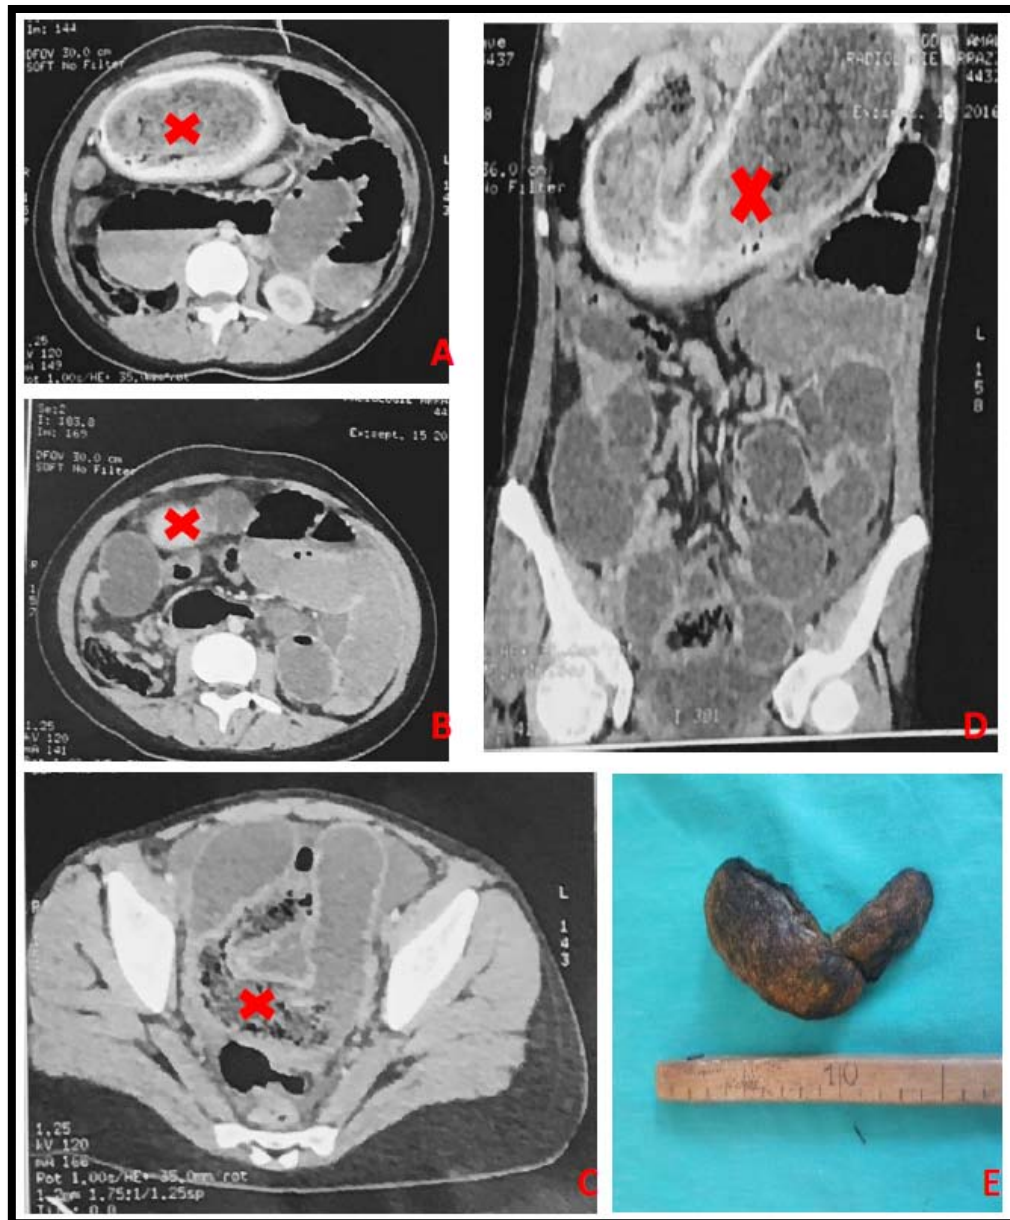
TDM C+ : occlusion intestinale sur bézoard A, B et C : Coupes axiales montrant une masse ovoïde endoluminale moulée par les parois gastrique et intestinale et emprisonnant de l'air (X), étendue de l'estomac jusqu'à l'iléon proximal. D : Coupe coronale montrant l'aspect ovoïde bien limité avec une densité mixte pathognomonique de bézoard (X).
